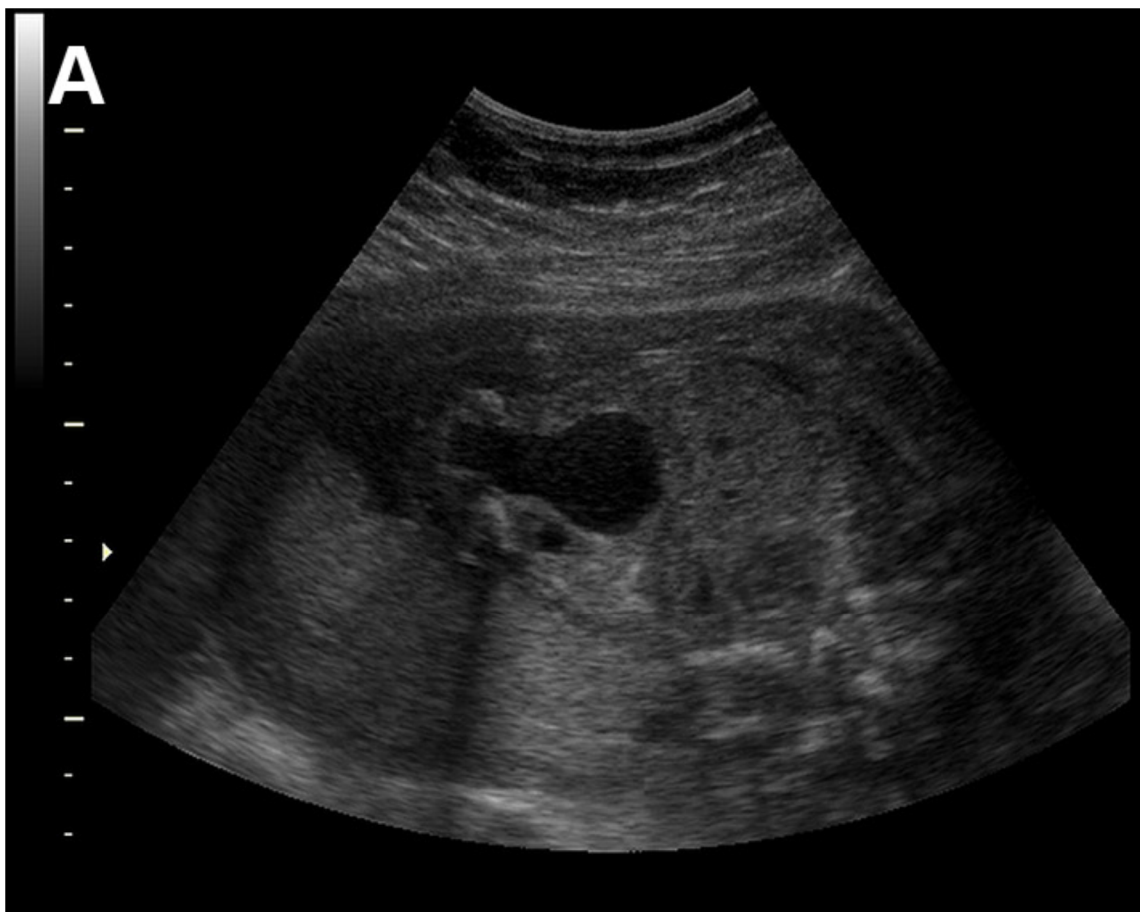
keyhole sign chez un fœtus de 28 SA lors d'une échographie anténatale.
